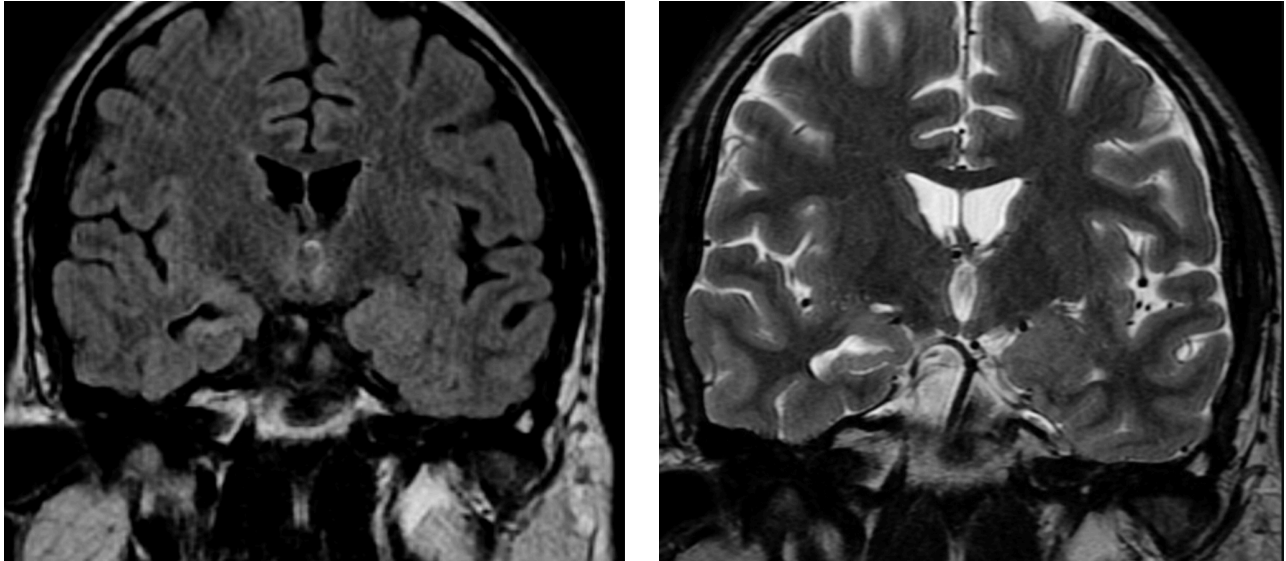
Estudio de resonancia magnética en secuencias potenciadas en FLAIR y T2 donde se observa atrofia a nivel de la cabeza del hipocampo de lado derecho en relación con el contra lateral, además de aumento en la intensidad de su señal. Las características son compatibles con la esclerosis medial temporal.
